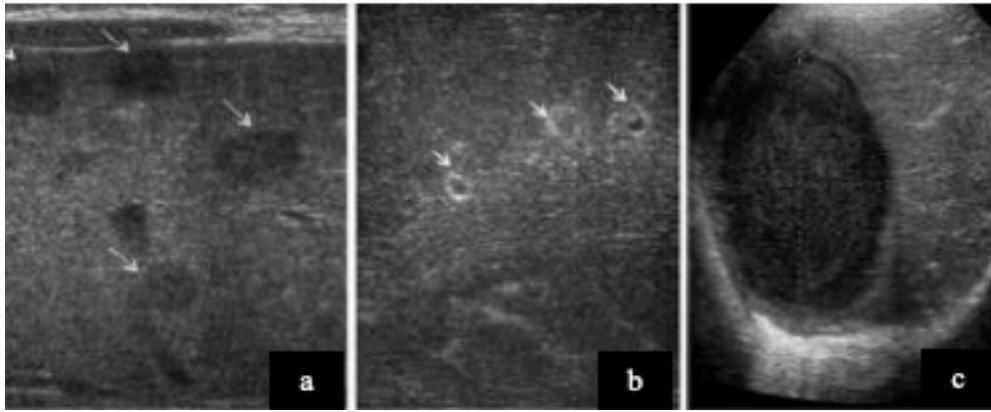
Images échographique montrant les variations en taille et nombre des abcès du foie :
